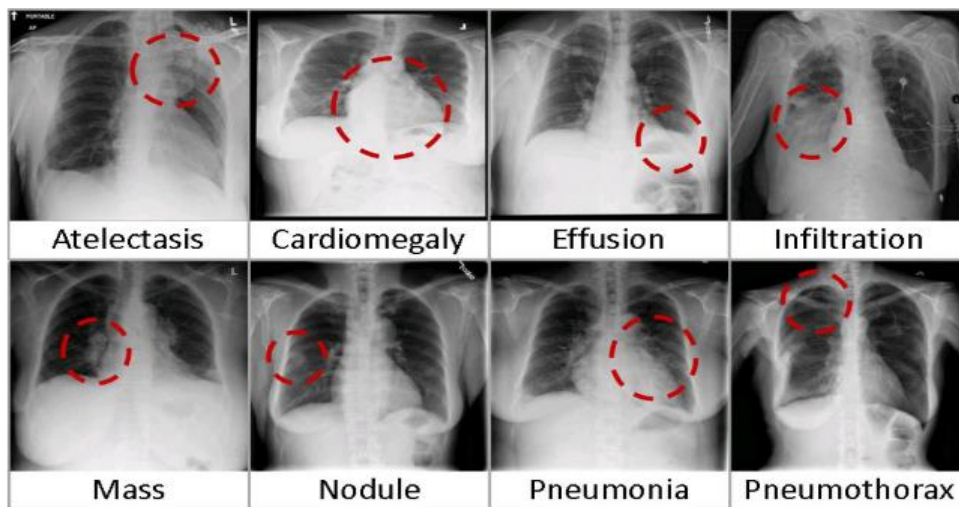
Изображения с патологиями из используемого набора данных “National Institutes of Health Chest X-Ray Dataset”
